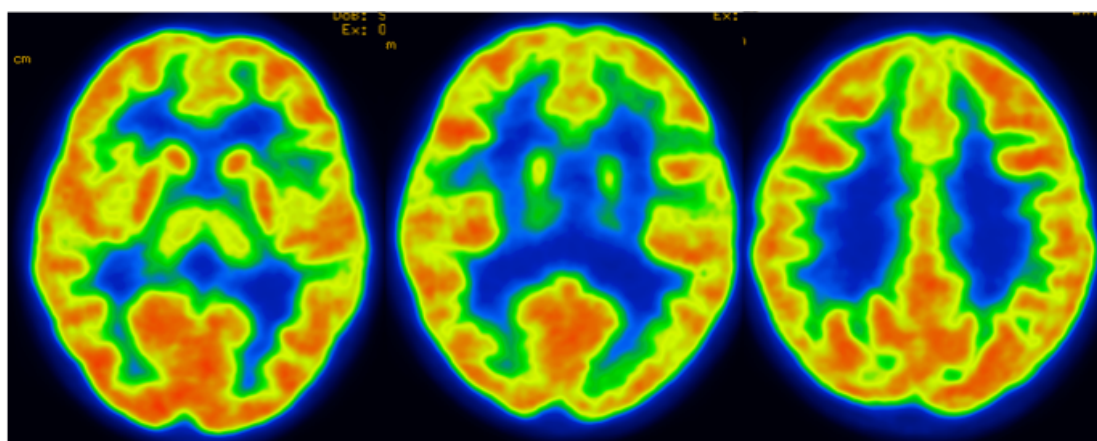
Ejemplo de PET con metabolismo cerebral normal. Puede observarse metabolismo en la corteza cerebral, así como en ganglios basales y diencefalo en el rango del rojo y parcialmente del amarillo, así como metabolismo en sustancia blanca en el rango del azul.
